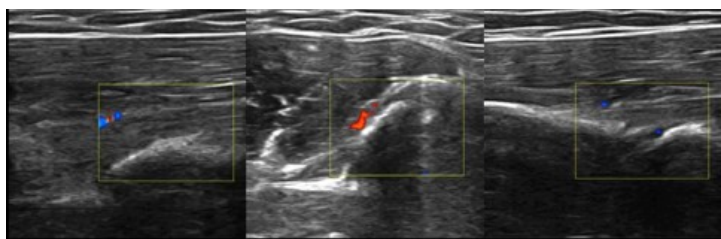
Ecografía a nivel de la brecha de no unión a partir de la tercera sesión de terapia con ondas de choque extracorpóreas. Se observa el incremento notable de vasos sanguíneos a este nivel.
